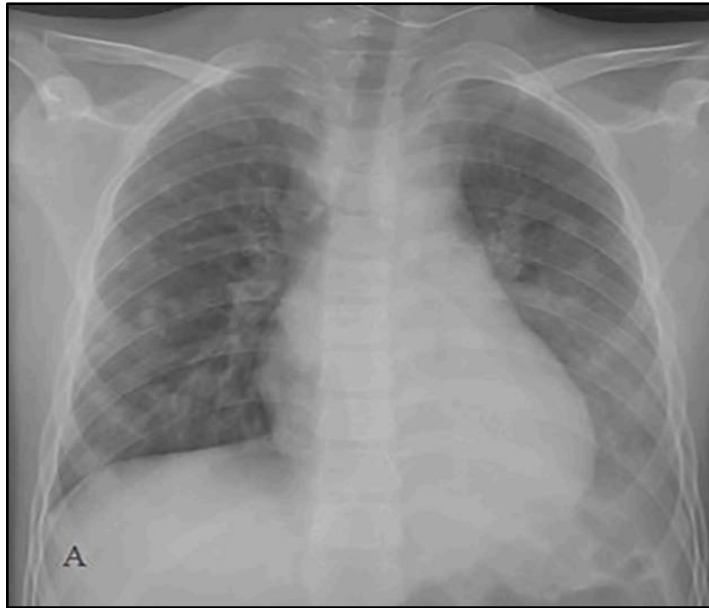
Condensation alvéolaire basale gauche à la radiographie du thorax chez un enfant atteint de la COVID-19[1 20].
